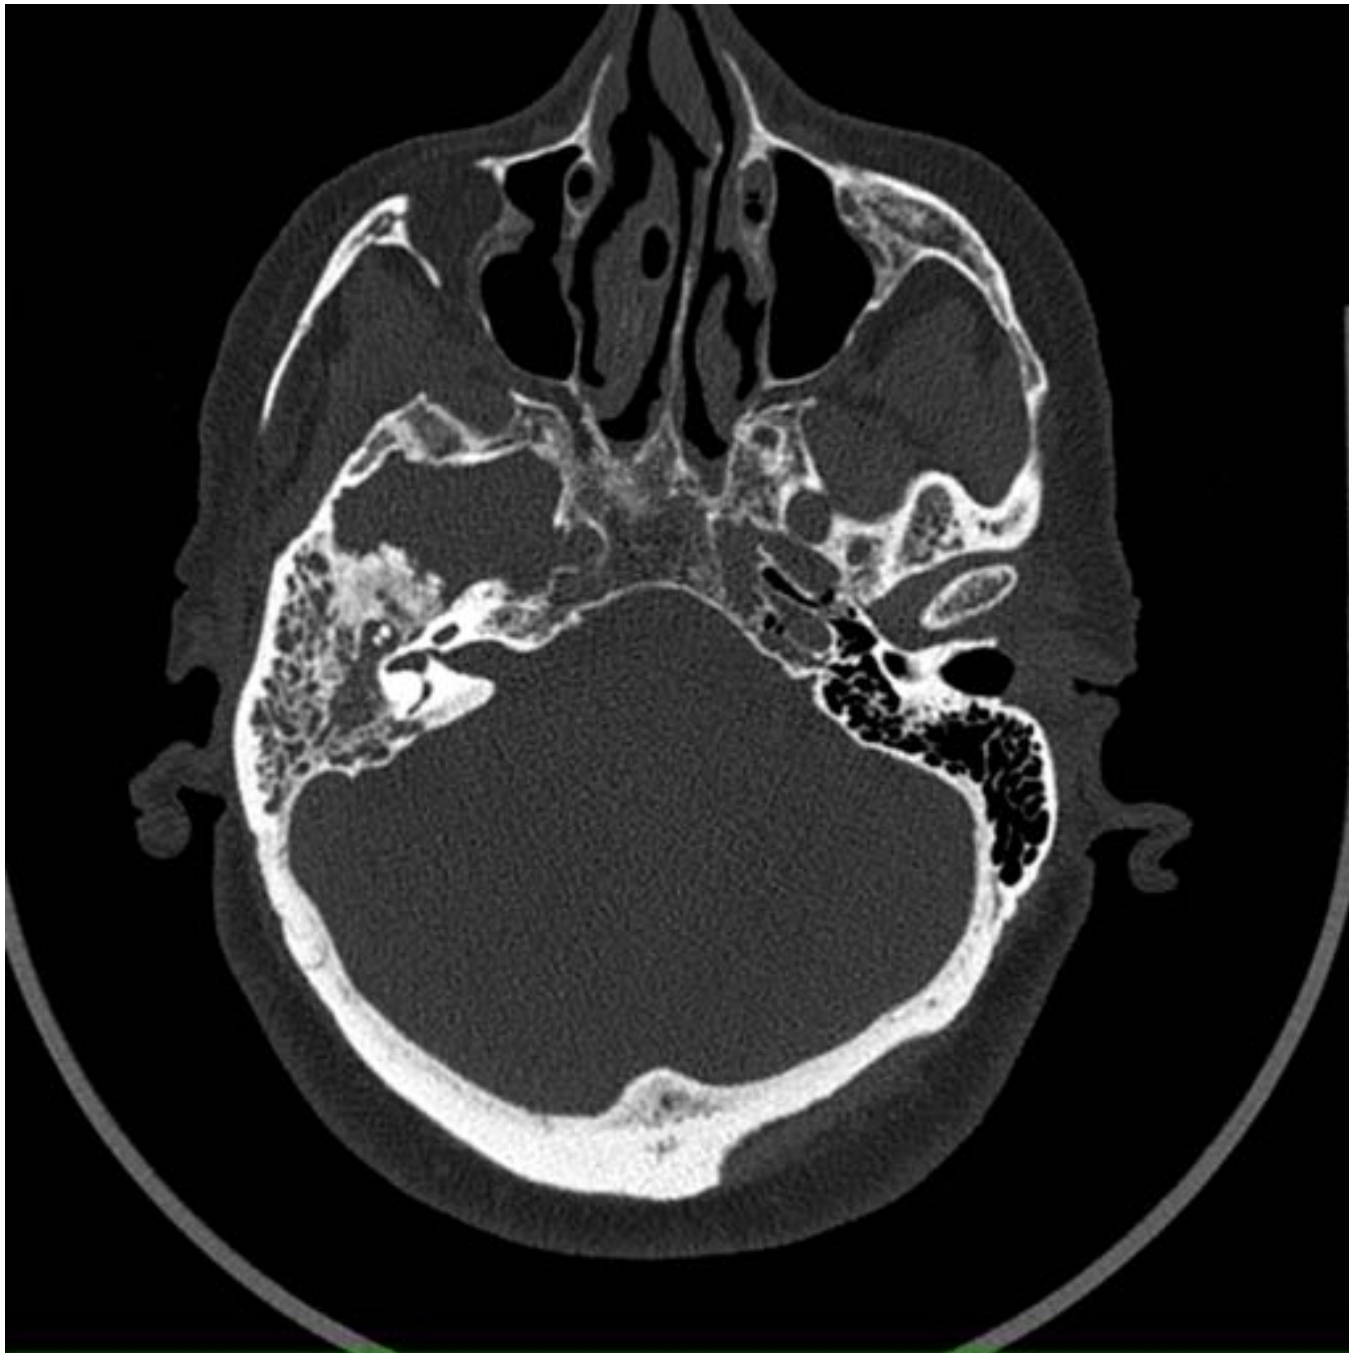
Caso 1. TC corte axial. Masa de partes blandas que ocupa el oído medio derecho y rodea a la cadena osicular.
